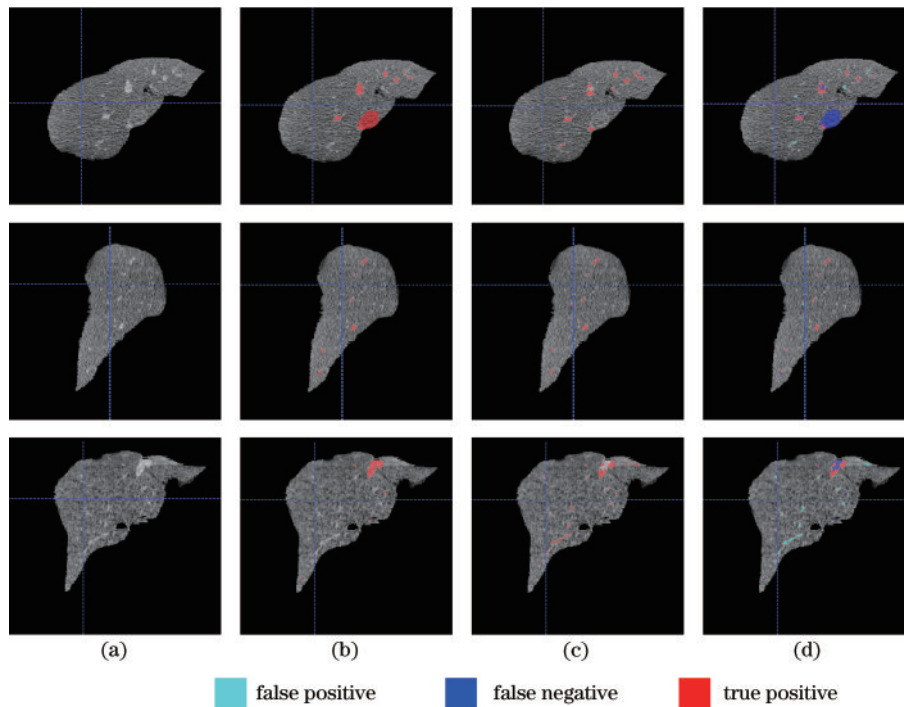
分割结果。(a) CT 原始图片;(b)金标准;(c)预测结果;(d)金标准与预测结果的对比
